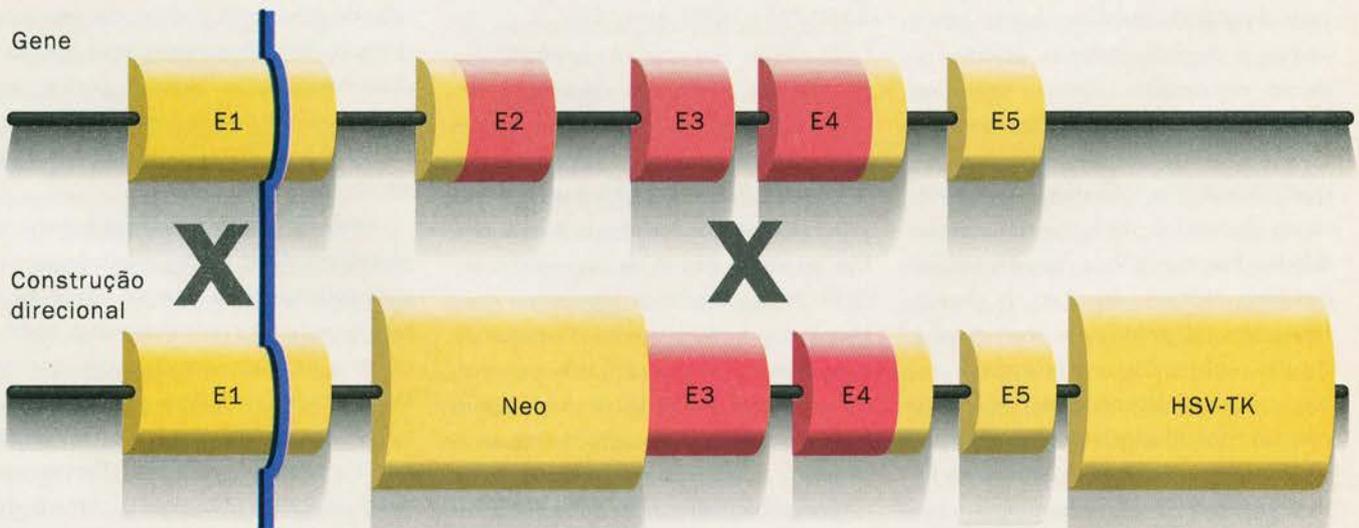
Recombinação homóloga. A figura mostra um gene protótipo que inclui cinco éxons (E1-E5). A região de codificação da proteína se localiza dentro dos éxons de 2 a 4. A construção direcional inclui um gen de resistência a neomicina (Neo), que se estende do intron 1 até uma porção do éxon 3. O gene timidina quinase do vírus simplex da herpes (HSV-TK) se localiza na porção terminal 3' da construção direcional, fora da região de homologia. A integração aleatória da construção direcional resultará na introdução de ambos os genes (Neo e HSV-TK), tornando a célula resistente a neomicina (seleção positiva) e sensível a ganciclovir (seleção negativa). A recombinação homóloga, como indicado pela barra azul, resultará apenas na introdução do gene da neomicina; as células ainda serão resistentes a neomicina, mas não serão sensíveis ao tratamento com ganciclovir. Assim, apenas as células que passaram por recombinação homóloga deverão sobreviver ao tratamento com ambos os antibióticos. A introdução do gene Neo na região codificadora da proteína resulta numa mutação direcionada e na inativação do gene em questão.
